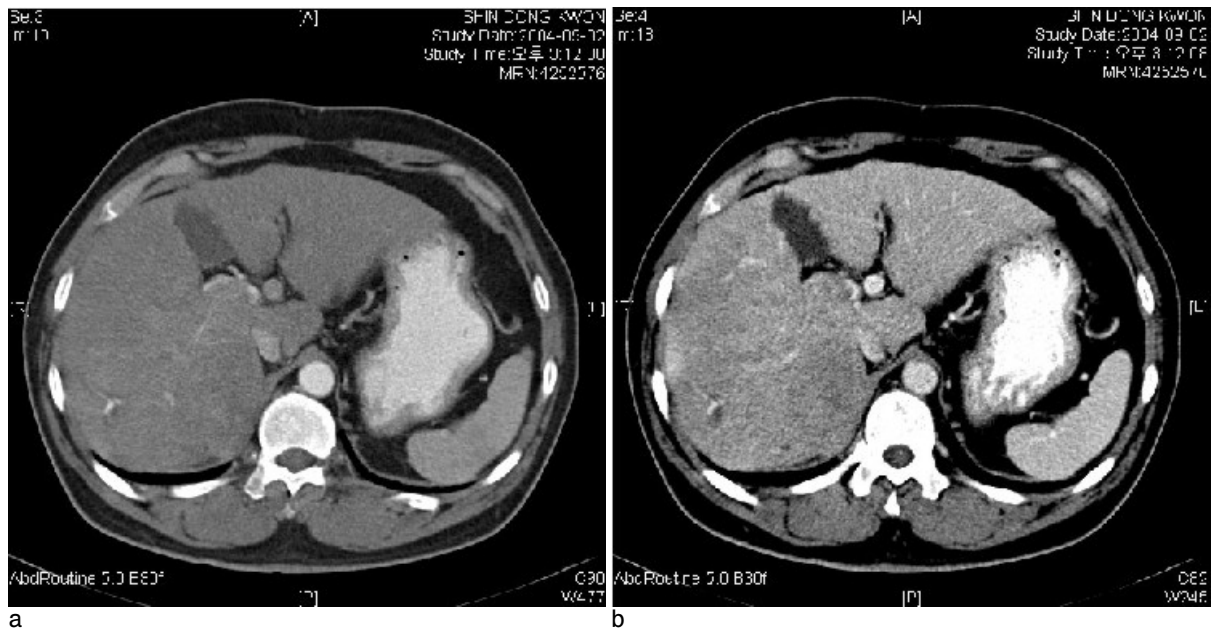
Arterial phase (a) and portal phase (b) of abdominal CT scan show low density mass lesion involving right posterior aspect with right portal vein thrombosis.
